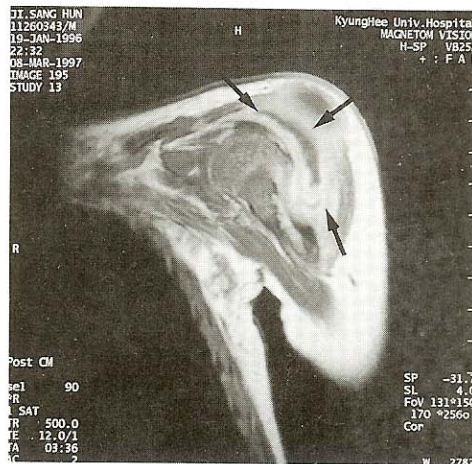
Left shoulder MRI shows that in left humerus and deltoid muscle area, heterogeneous low signal at T1 and central low signal was surrounded by high signal rim at T2.
